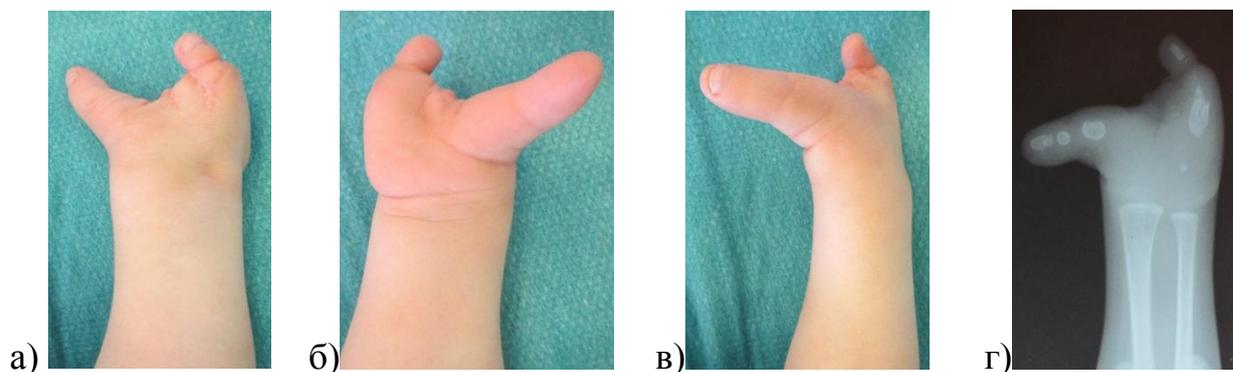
Внешний вид и рентгенограмма правой кисти б-ого К., 3 года, и/б № 2488/С2012, с брахидактилией средних, основных фаланг и пястных костей.
